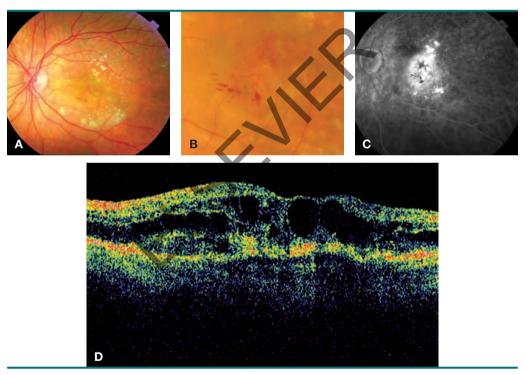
Paciente con lesión de tipo proliferación angiomatosa de la retina. A, retinografía previa al tratamiento. B, retinografía a mayor aumento previa al tratamiento en la que se aprecian las características hemorragias retinianas de las lesiones tipo RAP. C, angiografía (AGF) previa al tratamiento en la que se evidencia exudación a partir de la neovascularización coroidea (NVC) con edema macular asociado. D, tomografía de coherencia óptica (OCT) previa al tratamiento con edema macular quístico.
